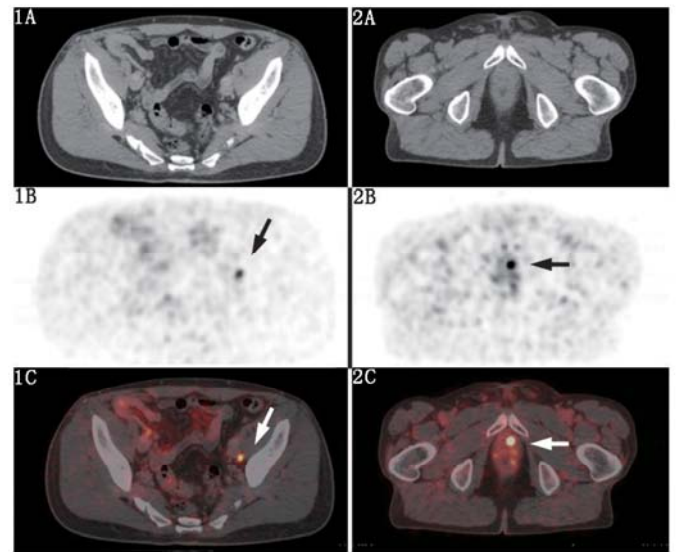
根治性前列腺癌切除术后复发患者 (63 岁)⁶⁸Ga-前列腺特异膜抗原 (PSMA) 配体 PET/CT 显像图。患者前列腺特异抗原 (PSA) 为 0.21 μg/L, 初诊 pT2c N0 M0 L1/V1 R1 G1, Gleason 评分 7; 行局部放疗和抗雄激素治疗。⁶⁸Ga-PSMA PET/CT 显像横断面 (1A. CT; 1B. PET; 1C. PET/CT) 图像示左髂肌有放射性浓聚淋巴结 (箭头示); 患者后行补救性淋巴结切除。图 2 根治性前列腺癌切除术后复发患者 (78 岁)⁶⁸Ga-PSMA 配体 PET/CT 显像图。患者 PSA 为 0.54 μg/L, 初诊 pT3b N0 M0 R0 G2。横断面 (2A. CT; 2B. PET; 2C. PET/CT) 图像示左旁正中前列腺窝局部摄取, 提示局部复发; 患者后行补救性淋巴结切除。
